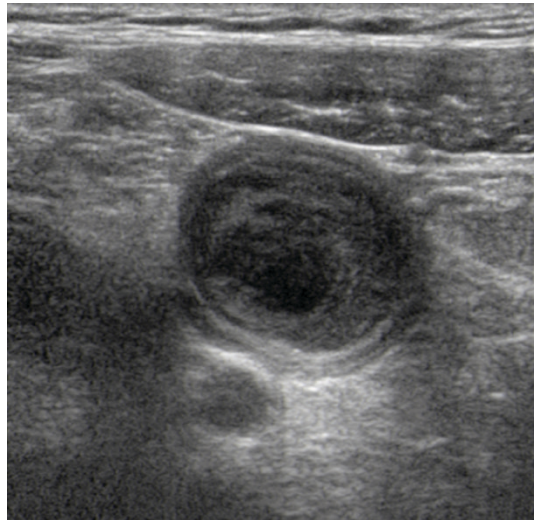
Sonografie - Hydrops der Appendix
